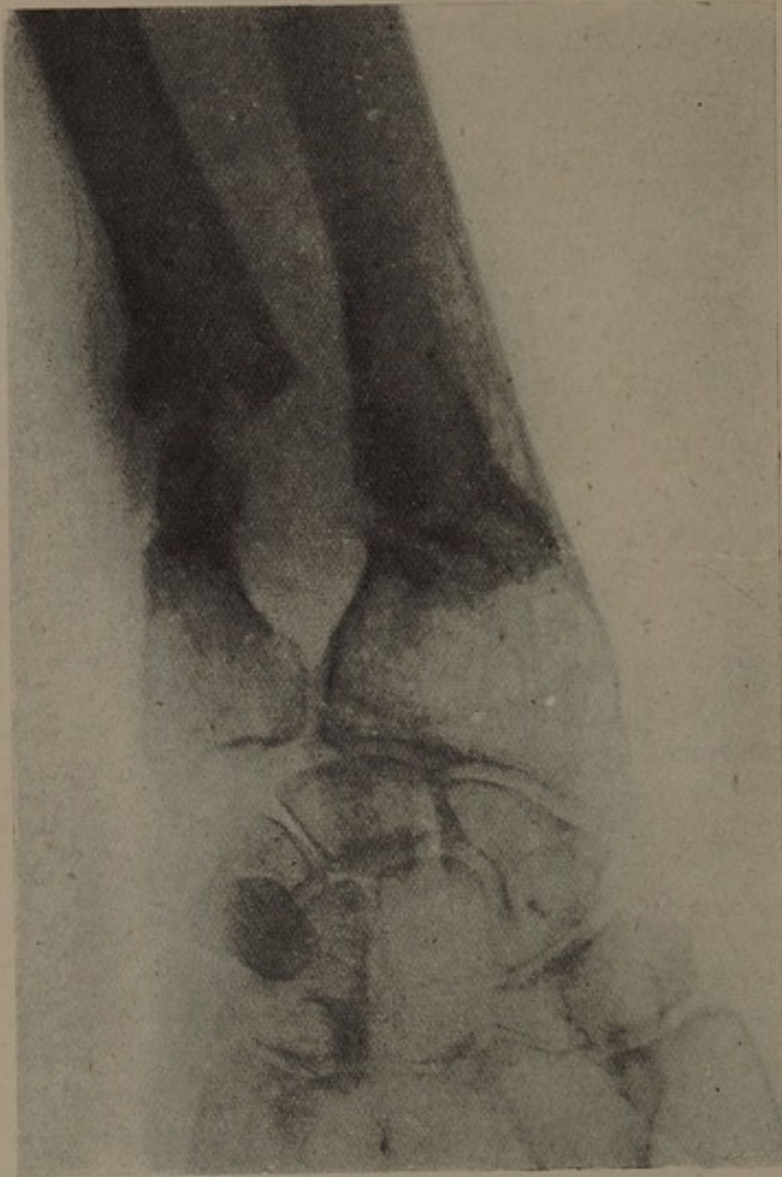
Roger V. Radiographie de son avant-bras, quatre mois après l'opération. Le cal est devenu encore plus fort, surtout à l'extrémité inférieure.
